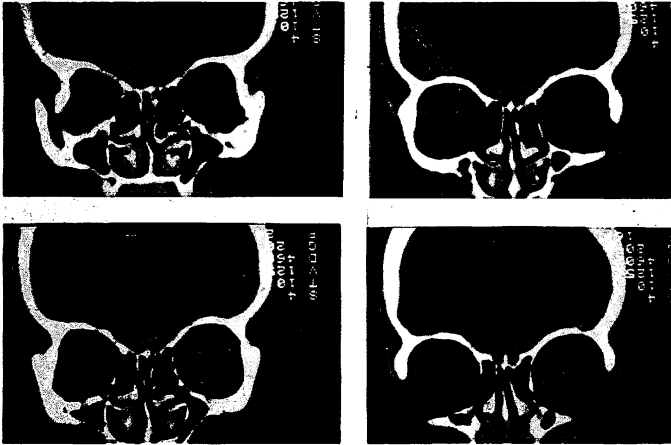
Computertomographie der Orbita bei »endokriner« Orbitopathie (4 Schnitte in Frontalebene). Die Relation zwischen Dicke des N. opticus und Dicke der Augenmuskeln (Norm 1:1) ist hier deutlich zugunsten der inneren Augenmuskeln verschoben.
